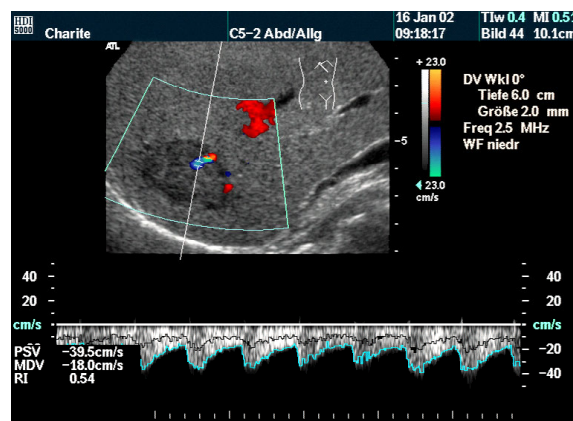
Dopplerspektrum einer Tumorsegmentarterie in der Peripherie der Läsion
